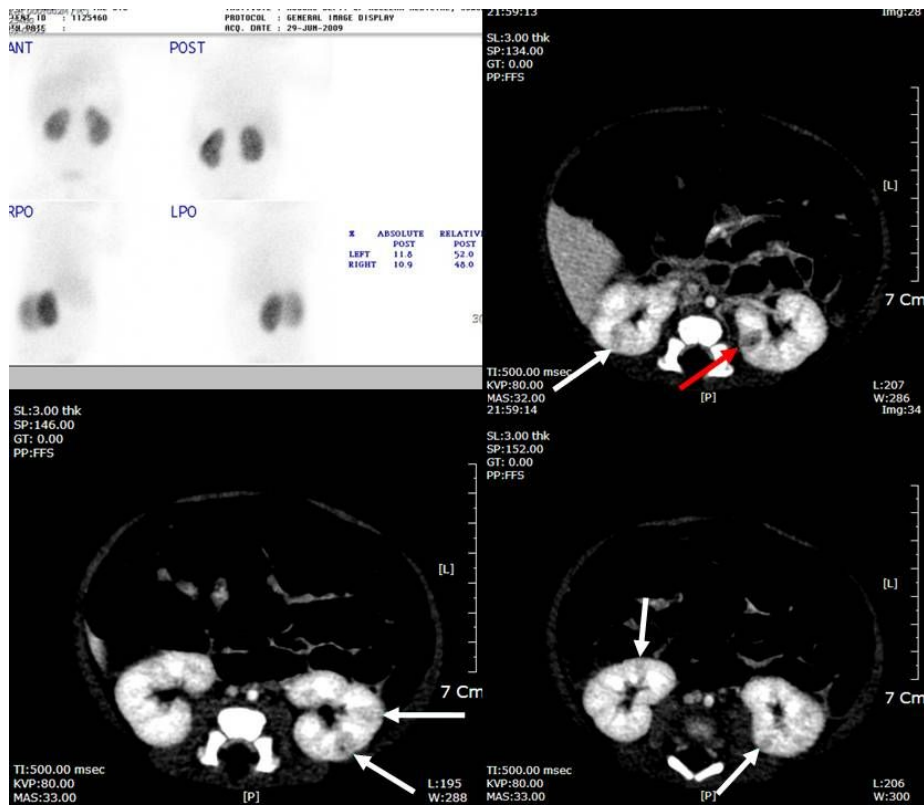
Focal bilateral renal lesions: DMSA scan fails to show cortical defects but CT scan reveals multifocal lesions on both kidneys. The differential renal function ratio of Lt to Rt is 52:48.
